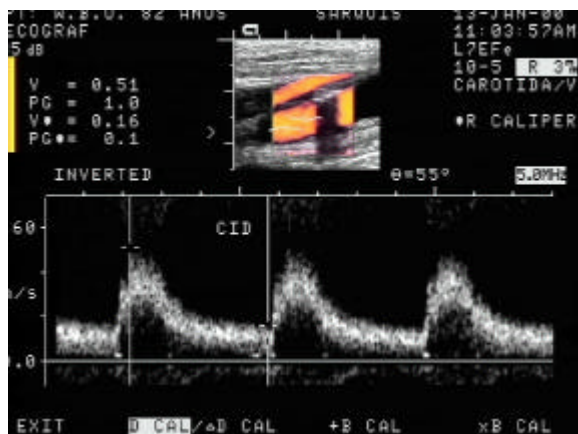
Paciente com sopro na região da bifurcação da Carótida Direita. Eco-Color-Doppler evidenciou placa ateromatosa na bifurcação e com extensão para a porção proximal da Carótida Interna Direita e Carótida Externa Direita. Luz estenótica residual de aproximadamente 2.1 mm da Carótida Externa Direita com estenose local de 50 a 60% de redução do diâmetro. Luz estenótica residual de aproximadamente 3,2 mm da Carótida Interna Direita com estenose local de 45 a 55% de redução do diâmetro. Não ocorre repercussão hemodinâmica significativa na Carótida Interna Direita. Fluxo acelerado e turbulento na porção proximal da Carótida Externa Direita indicando ser o sopro carotídeo por esta alteração hemodinâmica significativa.
